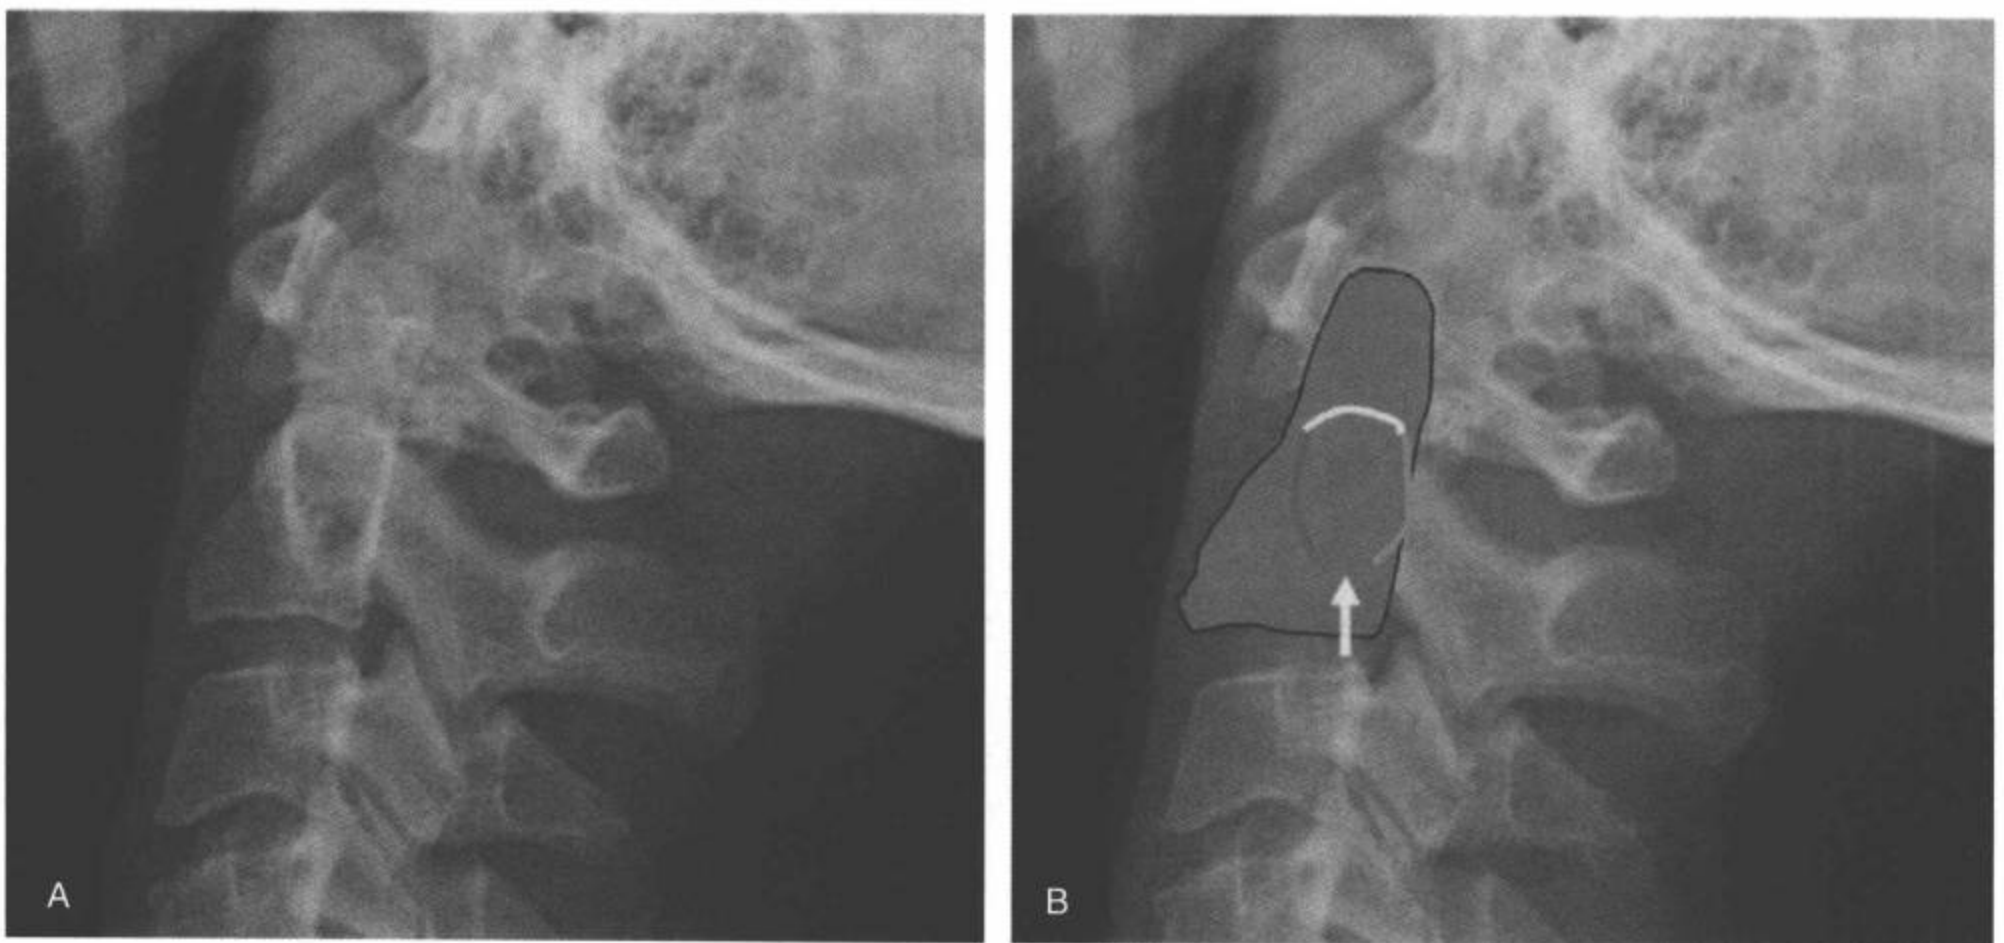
“C2环”。A,B: 正中位上正常颈椎的侧位平片。前弓(B中红线)代表枢椎椎弓根前部的皮质。上弓(B中黄线)是由齿突基底切迹的皮质和与X-线束相切的上关节面部分合成的影像。后弓(B中绿线)由枢椎椎体的后部皮质形成(后枢椎线)。“C2环”下方有正常的中断,是横突孔形成的(白箭)。(见彩图 5-19B)
